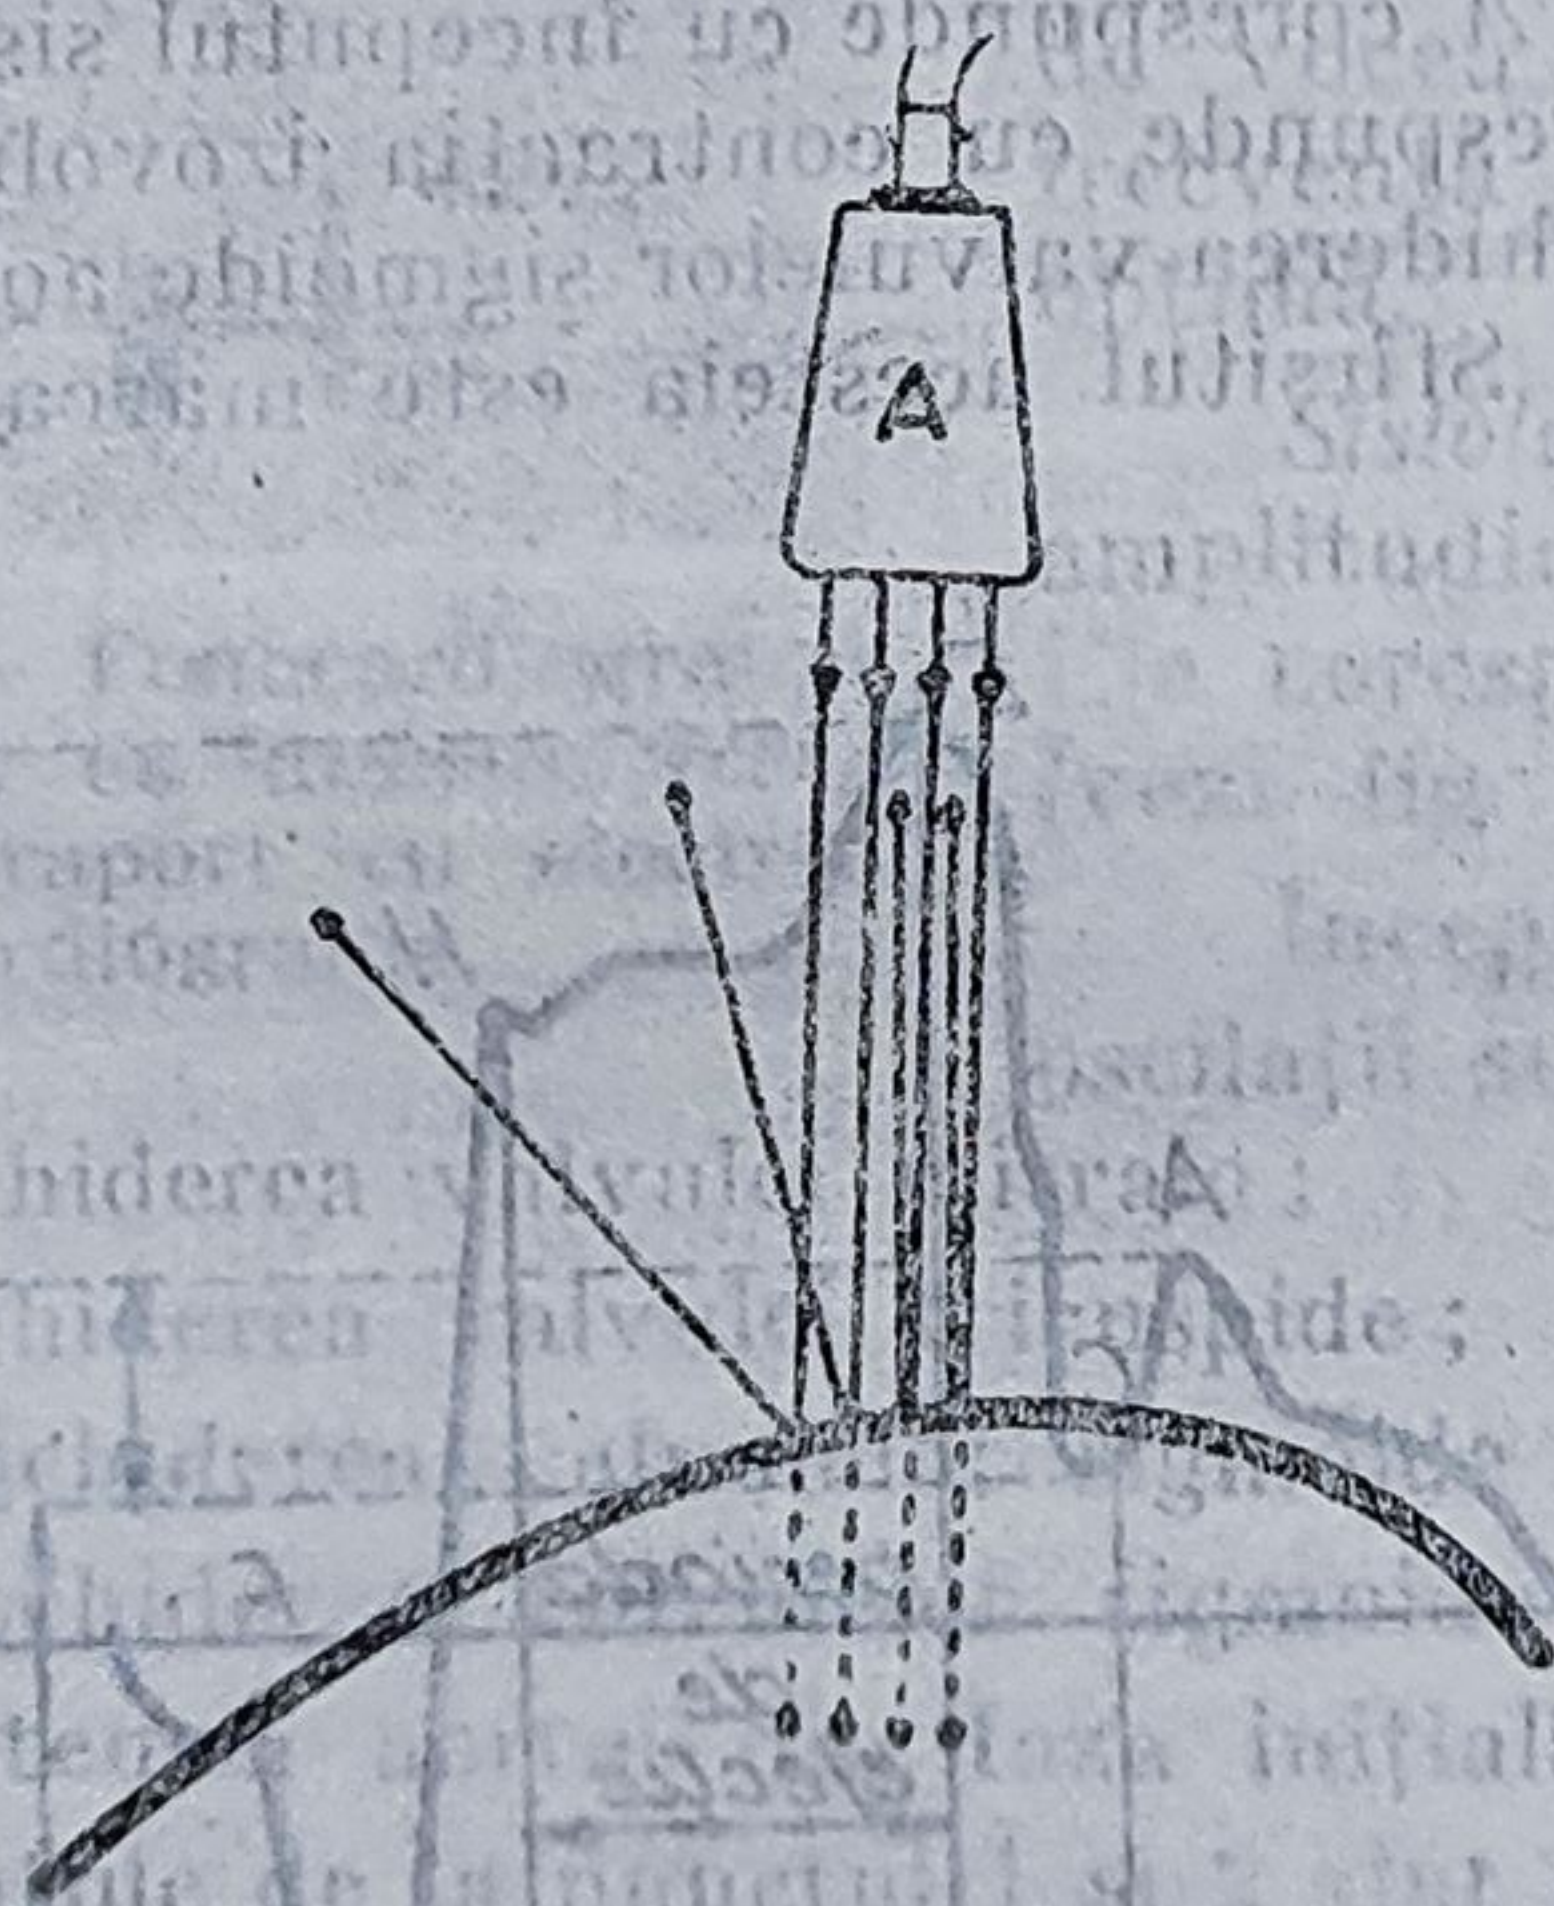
Principiul înregistrării echocardiogramei. A — emițător de ultrasunete și aparat piezoelectric de înregistrare. Săgețile indică direcția ultrasunetelor emise și reflectate. Linia groasă desparte două zone de impedanță diferită.
